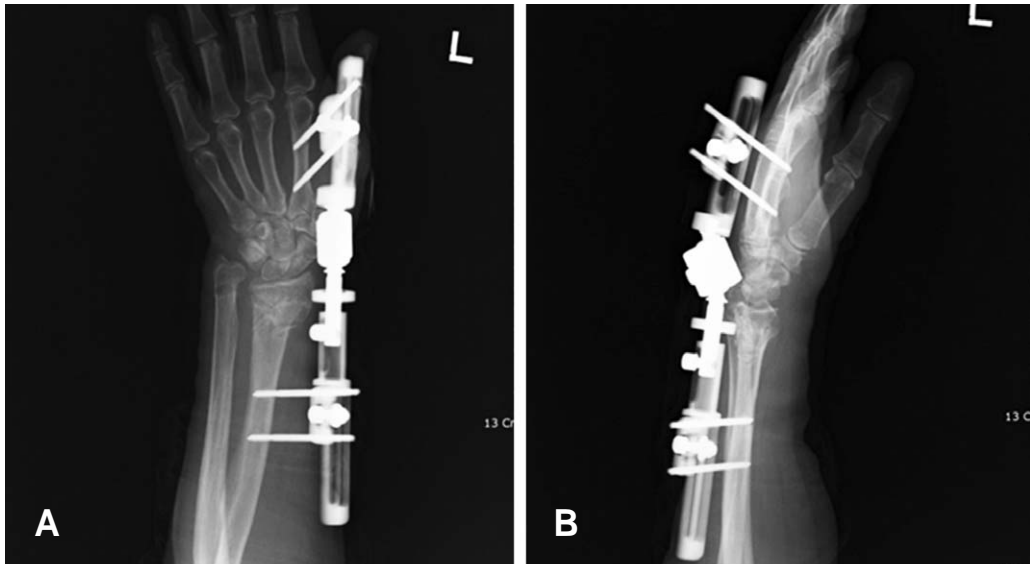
postoperative 4-weeks radiographs shows loss of reduction. (A: anteroposterior view, B: lateral view)
